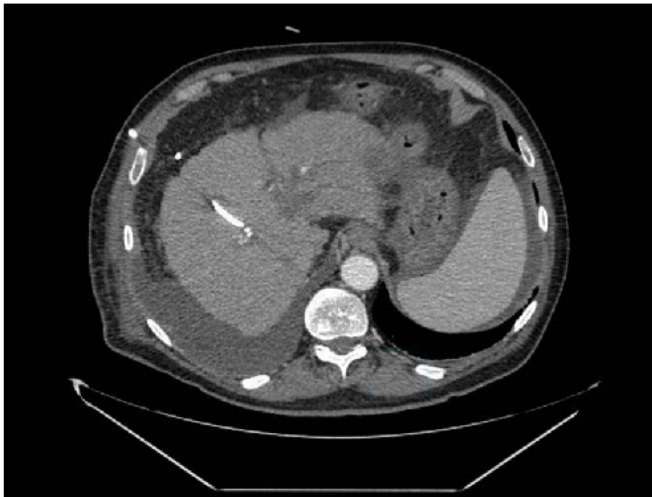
TC Abdomen de control. Corte Coronal - Menor dilatación de vía biliar intrahepática izquierda, con ascitis moderada.
